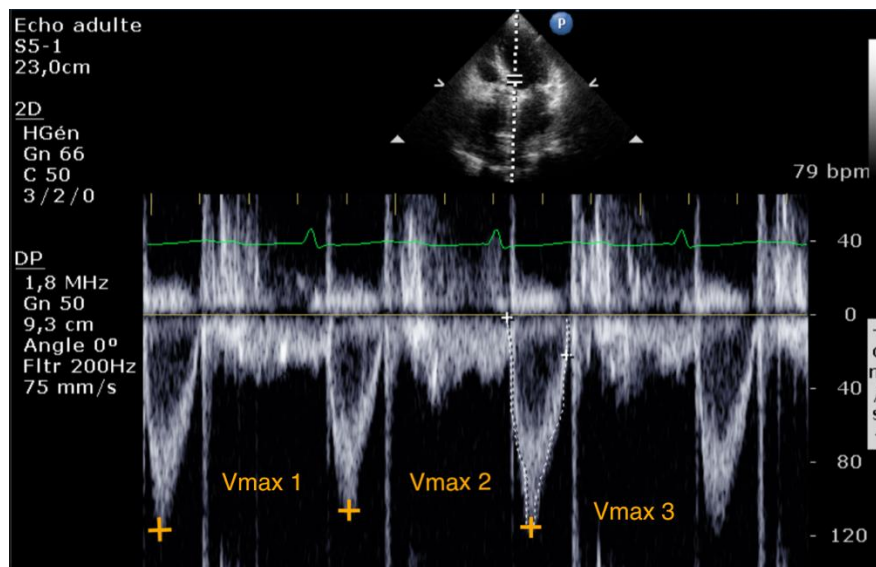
Mesure de la vitesse maximale sous aortique en coupe apicale 5 cavités en mode Doppler pulsé
